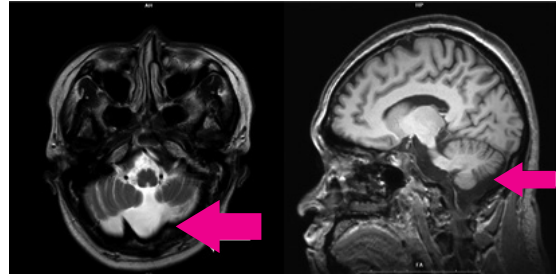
Brain MRI at OO Hospital, atrophy in cerebellum
